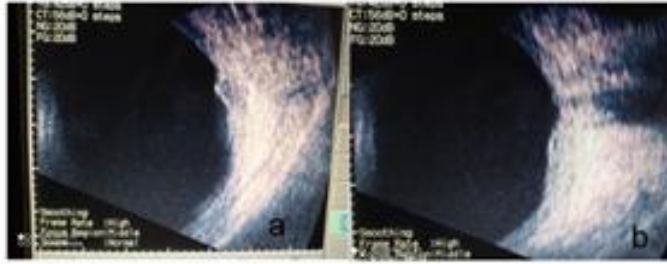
/Slika 7.USG Bscan
